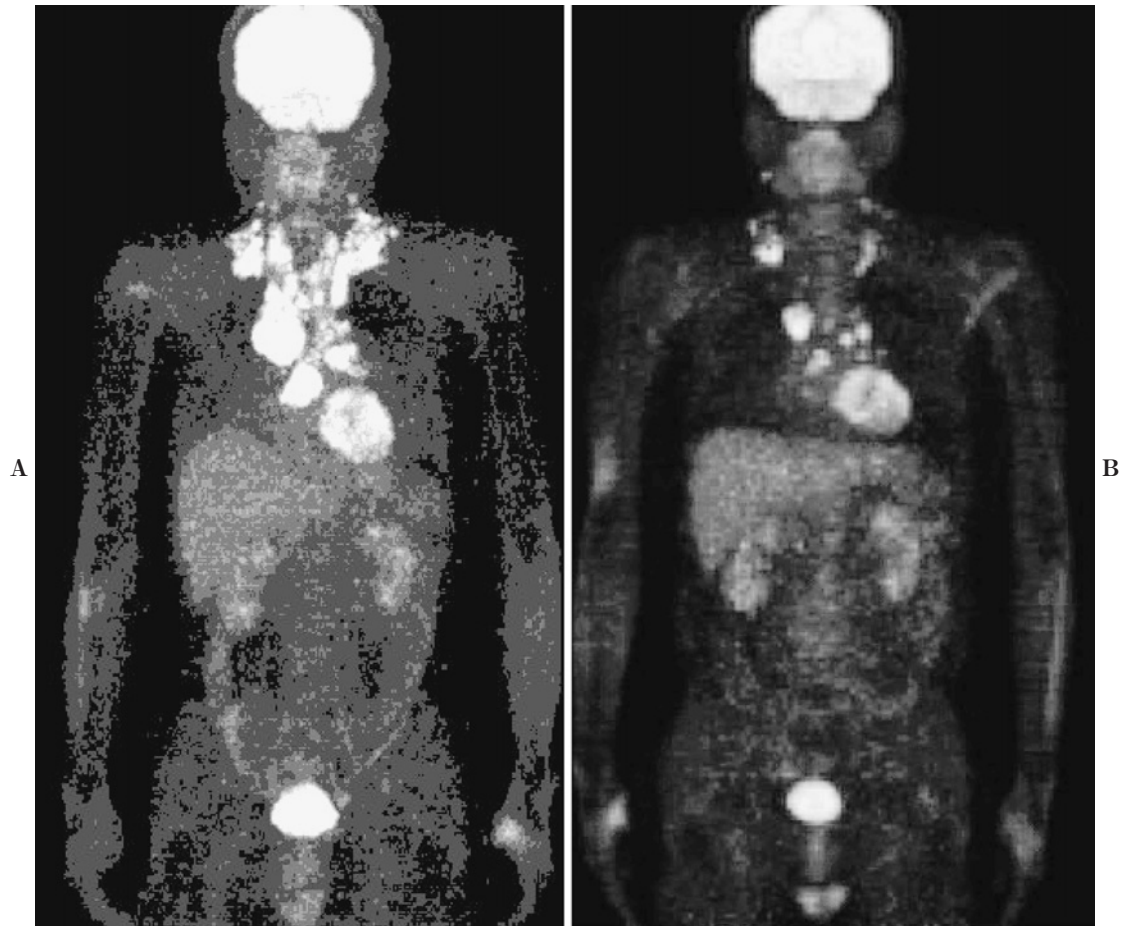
(A) A FDG-PET image shows abnormal accumulation in the neck and mediastinal lymph nodes. (B) A FDG-PET image obtained 1 year later shows markedly decreased accumulation in the neck and mediastinal lymph nodes.
